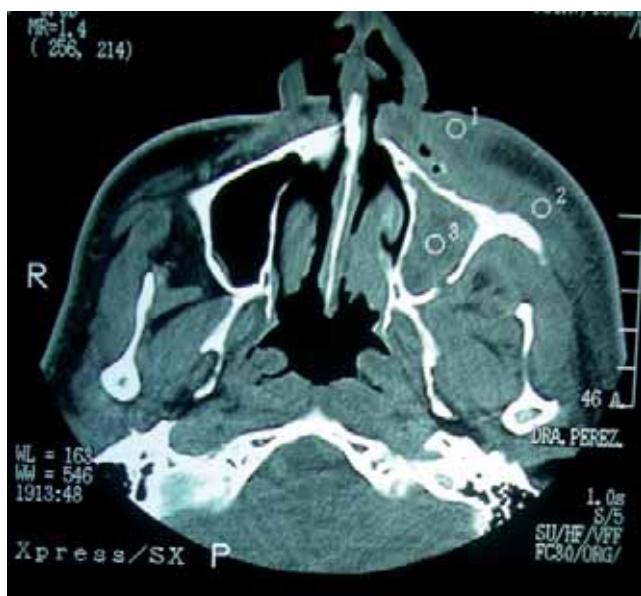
Tomografía computarizada simple para ventana ósea que muestra hiperdensidad compatible con ocupación de seno maxilar, así como bordes hipodensos en cortical maxilar.
